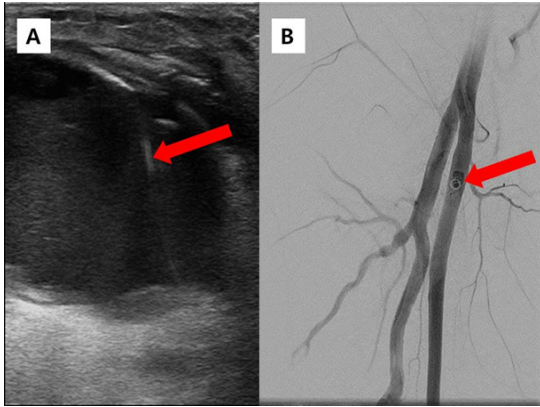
(A) Ultrasound-guided thrombin injection into the pseudoaneurysmal sac. (B) Coil embolization of the pseudoaneurysmal neck.
